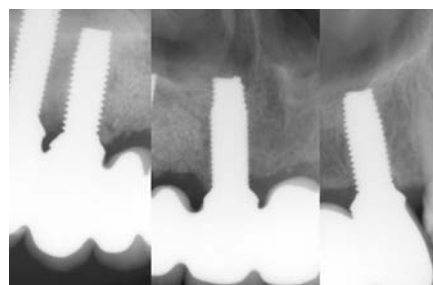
Röntgenologische Darstellung der Implantate zwölf Monate nach der prothetischen Versorgung.
